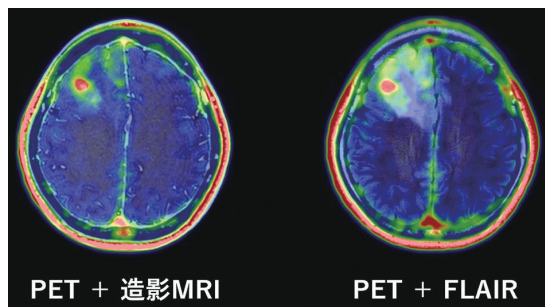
合成アミノ酸PETとMRIの造影画像、FLAIR画像との融合画像(PETとMRIは別日に撮像された)。右のPETとFLAIR画像の融合画像では、FLAIR高信号域の中にも合成アミノ酸の集積の不均一性が見られる。
